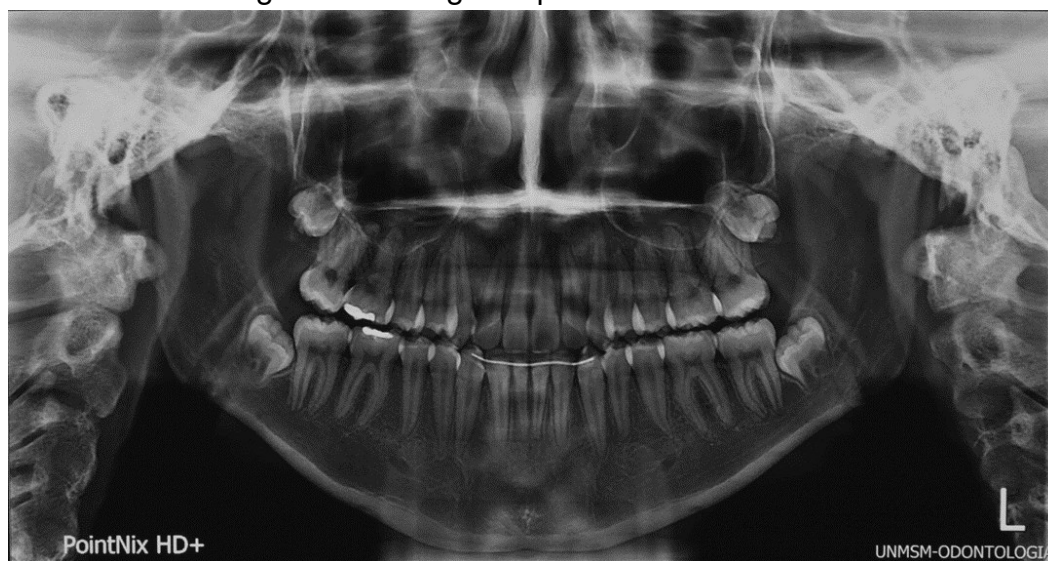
Radiografía panorámica final.
